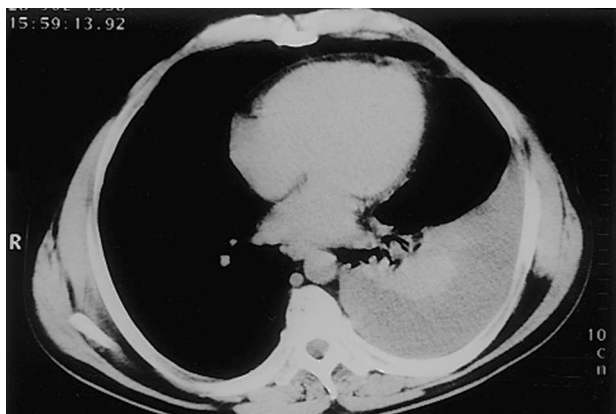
TAC torácica en la que se observa el gran derrame pleural de origen pancreático.
